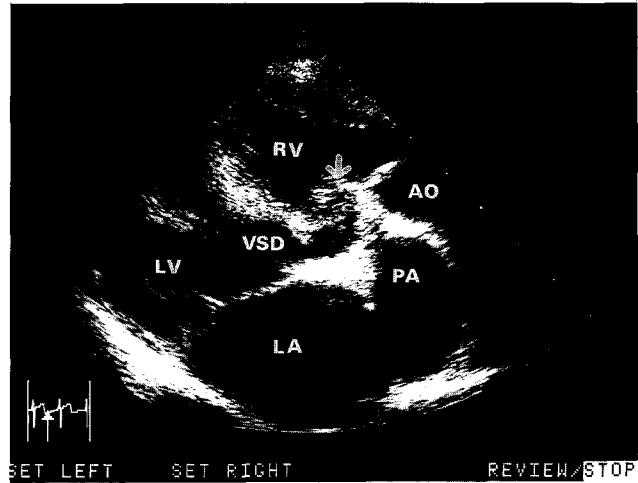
Preoperative Echocardiographic finding(parasternal long axis view). Both great arteries arise from right ventricle. There is abnormal chordae of tricuspid valve to conal septum, and so, flow from ventricular septal defect is restrictive.
